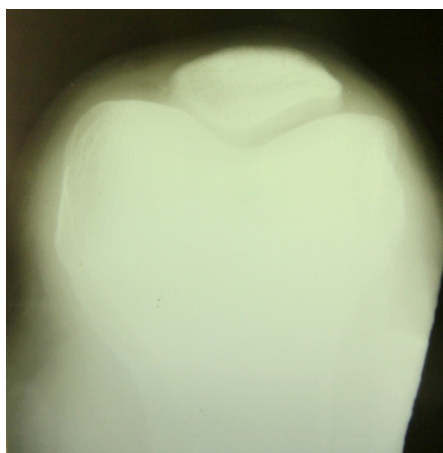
Рентгенограмма левого коленного сустава в аксиальной проекции. Костно-травматической патологии не выявлено
